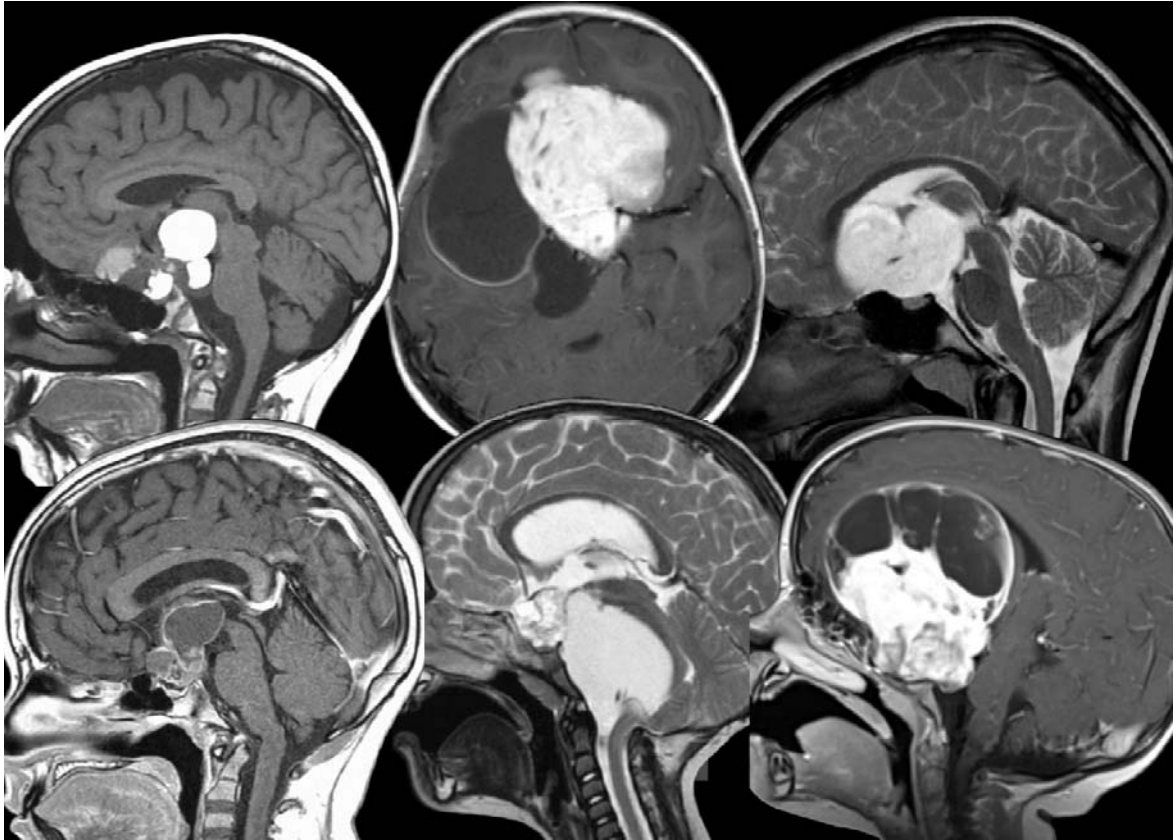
Дооперационные МРТ головного мозга пациентов, оперированных из супраорбитального keyhole-доступа: ограниченный размер краниотомии не повлиял на выполнение запланированного объема резекции
